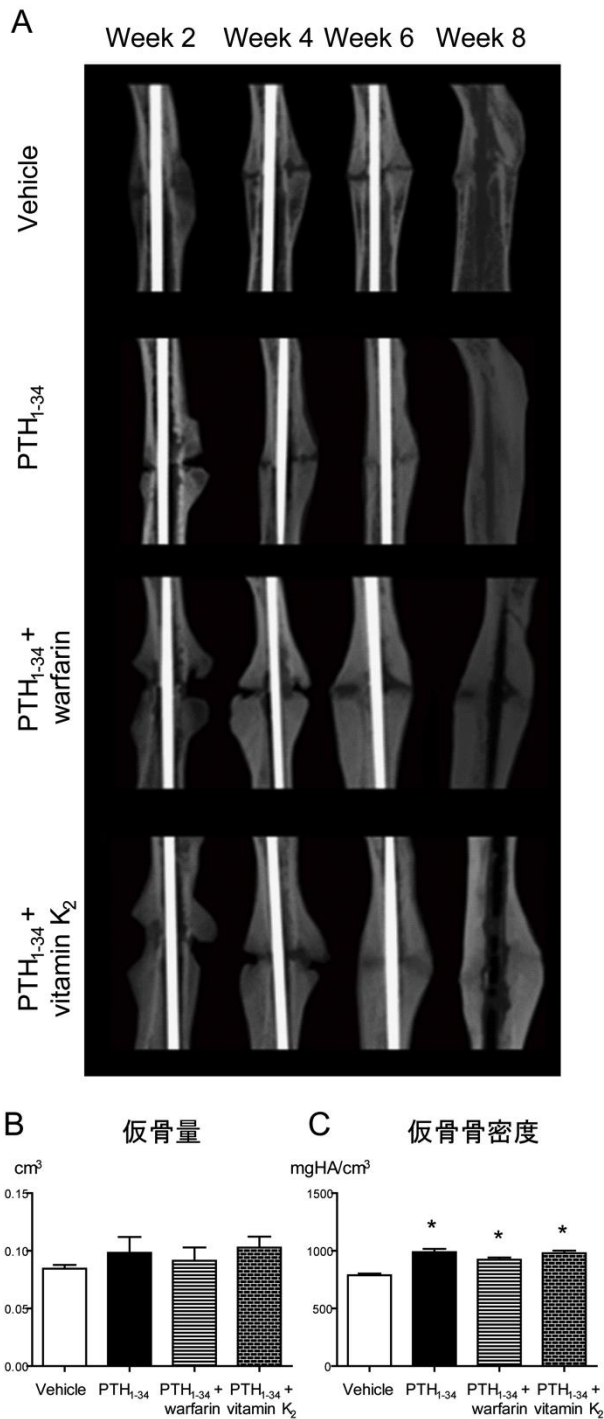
PTH₁₋₃₄による骨治癒促進効果に関する画像評価. A. 縦断的2DマイクロCTイメージを時系列に示す. 術後8週時点の石灰化した仮骨量(B)と仮骨骨密度(C)の比較. PTH₁₋₃₄投与により大きく密な仮骨が形成されるが、ワーファリンを併用投与すると効果は減弱する傾向があった. Data represent means $\pm$ SEM (n=10). * P < 0.05 vs. vehicle group.
